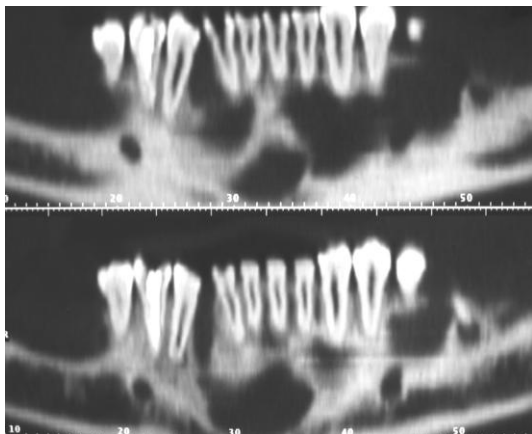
Detalle de tomografía computada de maxilar inferior
